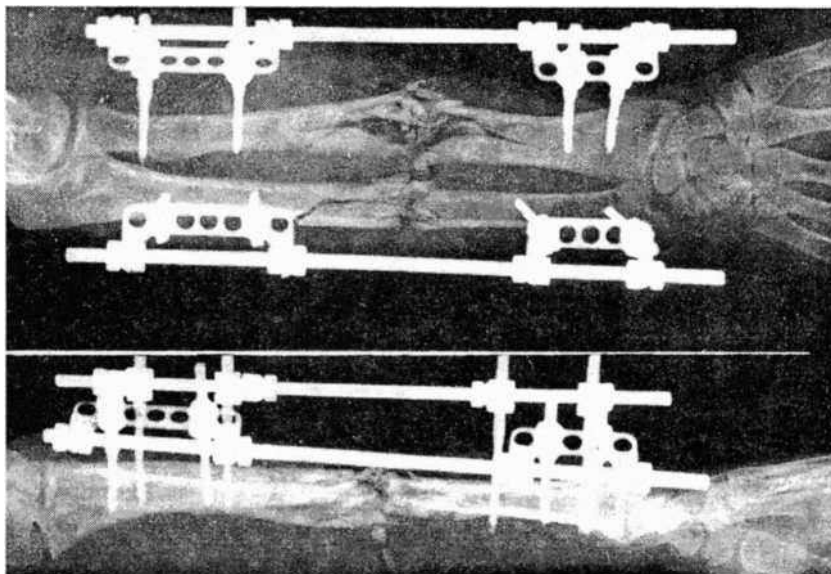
Рентгенограммы костей предплечья: оскольчатый характер огнестрельных переломов обеих костей. Удовлетворительное положение отломков после раздельной стержневой фиксации
